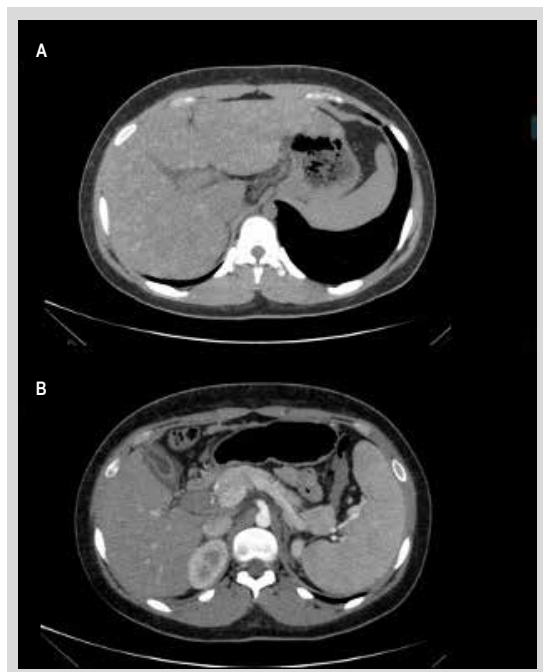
Tomografía computarizada de abdomen que demuestra cambios compatibles con hepatopatía crónica (A) y aumento del tamaño del bazo (esplenomegalia) (B).
